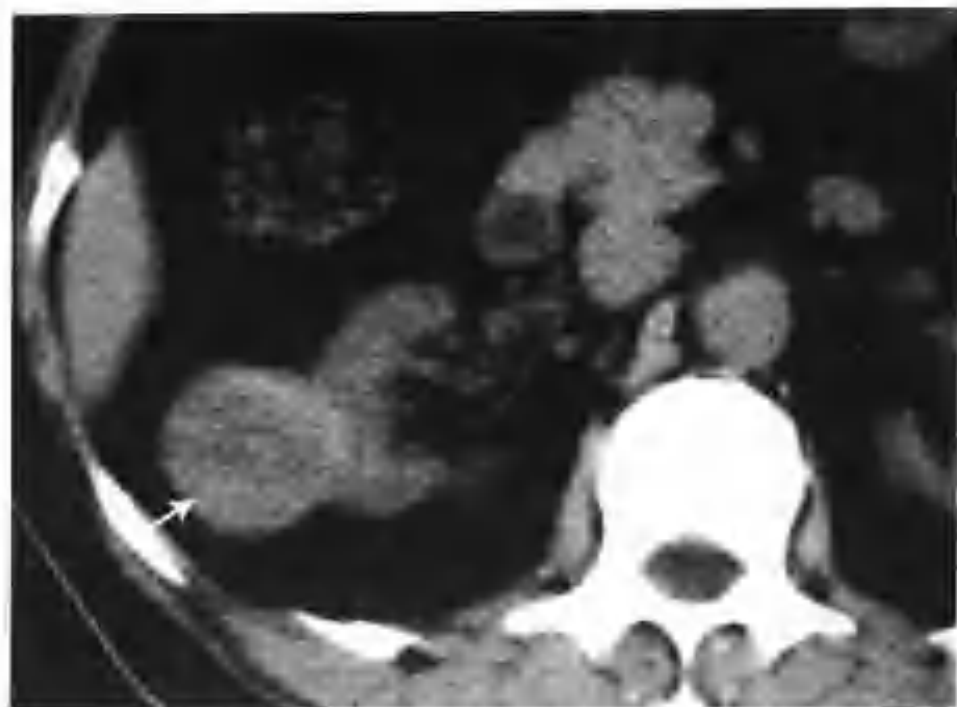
与图4-3-1为同一病例, CT示右肾中极有一个4cm × 4cm的类圆形病灶, 平扫呈等密度, CT值37HU (箭头)
